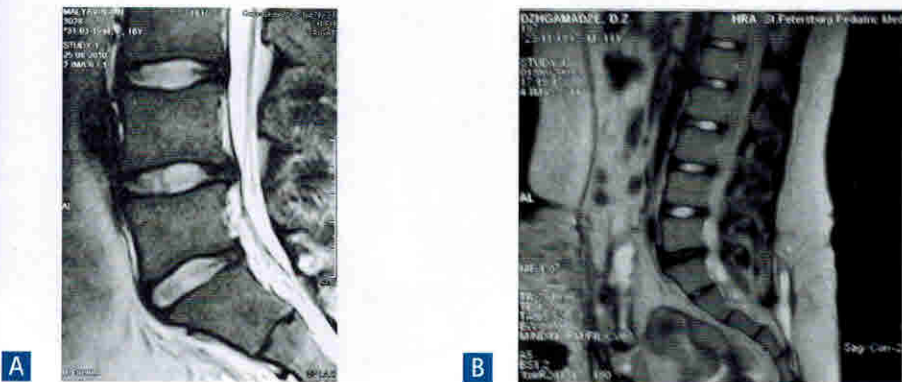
МРТ-изображения пояснично-крестцового отдела позвоночника, T2-ВИ. А—Дискоз по типу «светлого диска», гидратированный диск на уровне L4–L5 у мальчика 16 лет. В—Дискоз по типу «темного диска», дегидратированный диск на уровне L5–S1 позвонков у мальчика 11 лет
